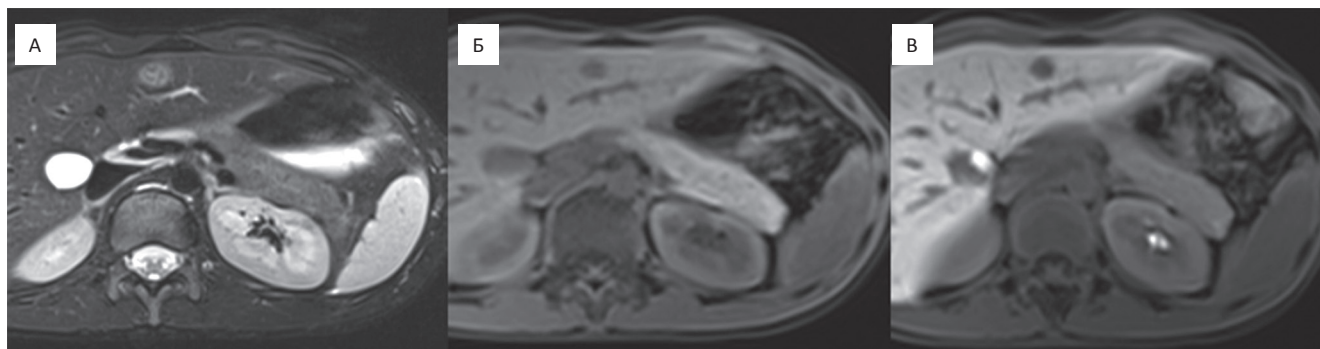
Пациентка 13 лет. Аденокарцинома толстой кишки, специфическое лечение окончено год назад. МРТ в аксиальной проекции: А — T_2 ВИ с подавлением сигнала от жировой ткани. Б — T_1 -ВИ, до введения контрастного препарата. В — T_1 ВИ, отсроченная фаза (40 мин). В левой доле печени очаг гиперинтенсивный на T_2 ВИ, гипоинтенсивный на T_1 ВИ, не накапливающий контрастный препарат в гепатоспецифичную фазу
